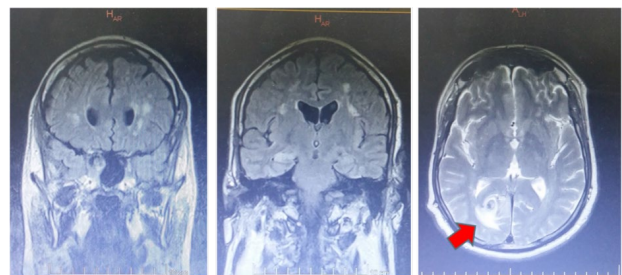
Resonancia magnética de cerebro en secuencias axial T2 y flair coronal
